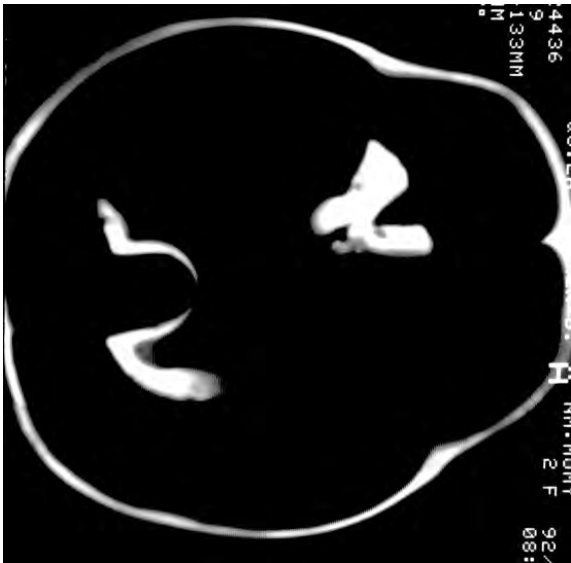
TC, tall horitzontal que permet veure les estructures de la figura precedent.
